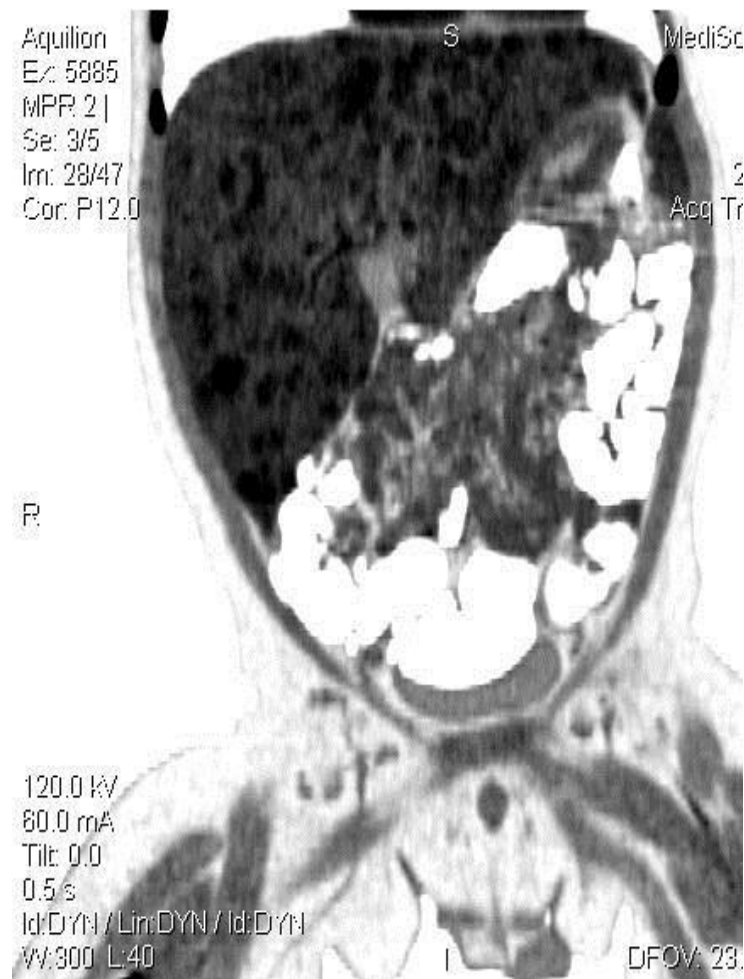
Дитина Т., вік 7,5 міс., МКСХ №1295. Фронтальний КТ-скан ОЧП. Вогнищеві ураження печінки.
